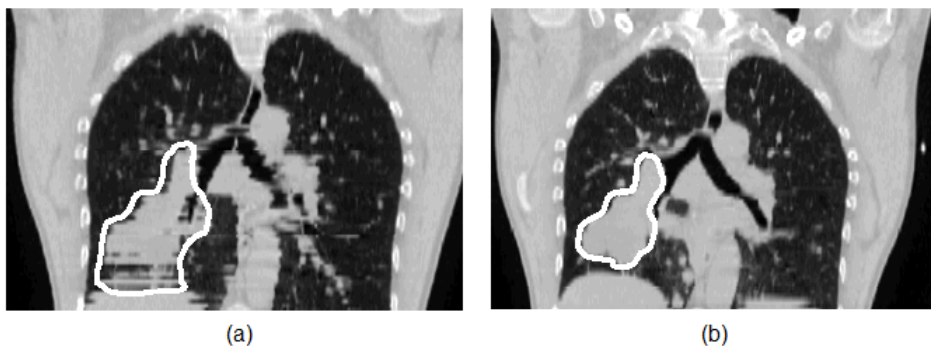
Vista coronale di due scansioni CT. (a) Artefatti respiratori dovuti all'organ motion nella scansione effettuata a respiro libero. (b) Stesso paziente sottoposto a gating respiratorio, cioè al trattenimento del respiro in una specifica fase del ciclo respiratorio per l'acquisizione della scansione CT [Keall 2002].
